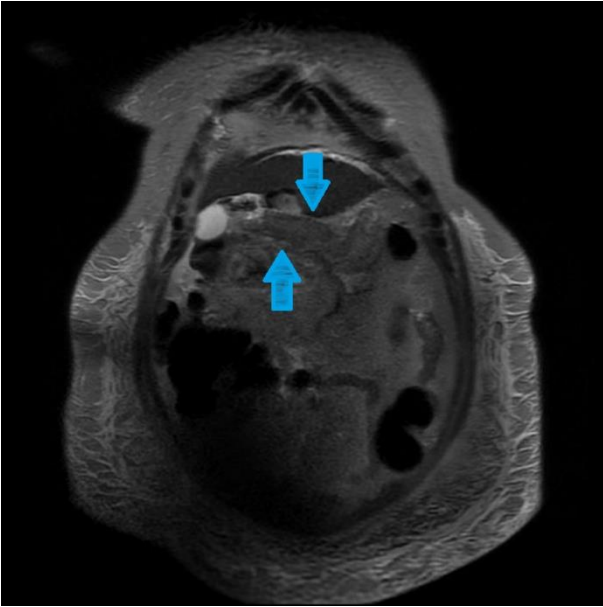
MRI imaging. There are widespread necrosis areas in the pancreas, which are more intense in the head of the pancreas, which do not enhance contrast, and were evaluated in favor of necrotizing pancreatitis.
